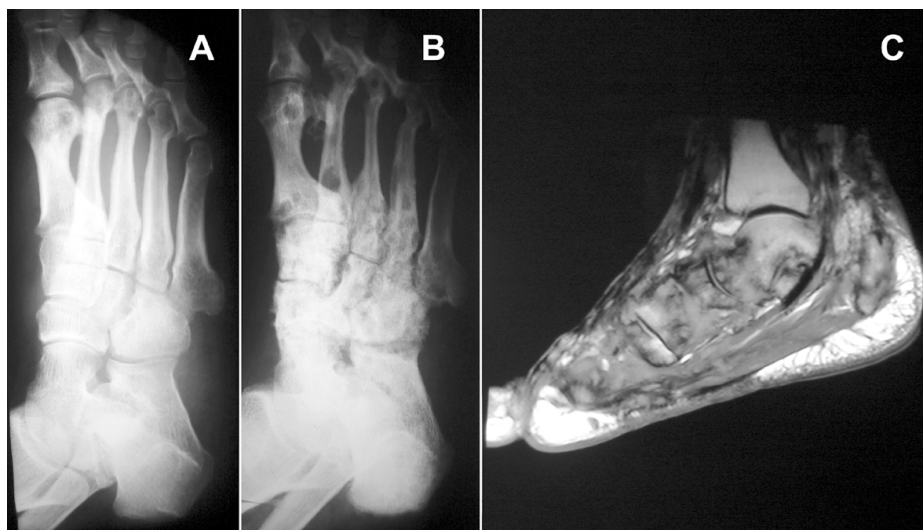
Estudio imagenológico. 2A) Radiografía oblicua del pie izquierdo, julio 1999, 3 años de evolución del cuadro clínico. Se observan escasas lesiones radiolúcidas, circulares, de borde poco definido de 3 a 5 mm. en cabezas de 1° a 3° metatarsianos y cuboides del pie izquierdo. 2B) Radiografía oblicua del pie izquierdo, noviembre 2006, 10 años de evolución del cuadro clínico. Se observa extenso compromiso de todos los huesos del pie, con predominio del mediopie, y compromiso de las corticales pero respetando los espacios articulares. 2C) Resonancia magnética pie izquierdo, enero 2007. Fase T1. Extenso compromiso óseo y de partes blandas, asociado a múltiples lesiones ovoideas de baja intensidad, respetando las superficies articulares.
